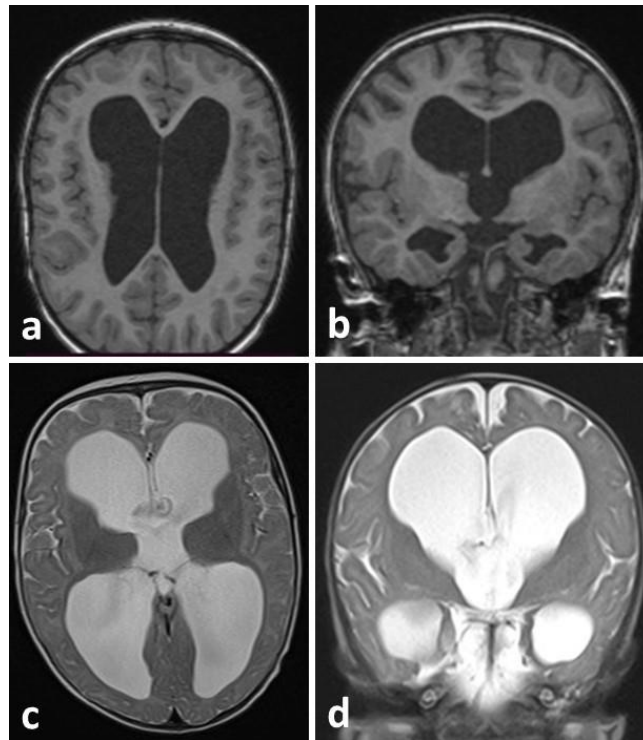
Окклюзионная тривентрикулярная гидроцефалия. a, b- МРТ в аксиальной и коронарной плоскостях в режиме T1; c, d- МРТ в аксиальной и коронарной плоскостях в режиме T2. Пациент Б-ин 9 мес. (собственное наблюдение)
